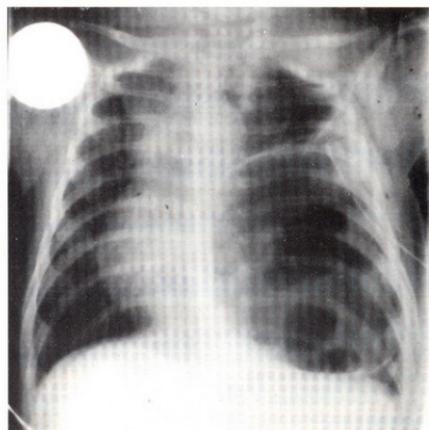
radiografía de tórax con múltiples lesiones aéreas quísticas.
